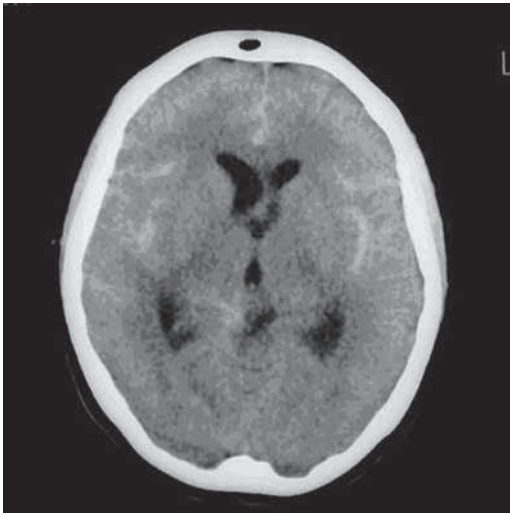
TC correspondiente a Grado II de Fisher: obsérvese la cantidad de sangre en capas verticales menor a 1 mm
